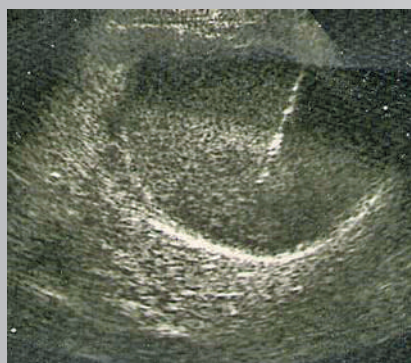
Девочка Б., 13 лет, с солитарной кистой левой почки. УЗИ в В-режиме с визуализацией иглы в полости солитарной кисты
